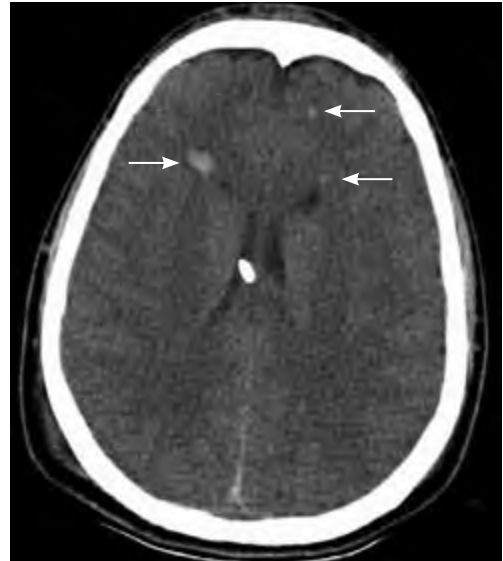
Рентгеновская компьютерная томограмма — диффузное аксональное повреждение с петехиальными кровоизлияниями в лобной доле (показаны стрелками).
